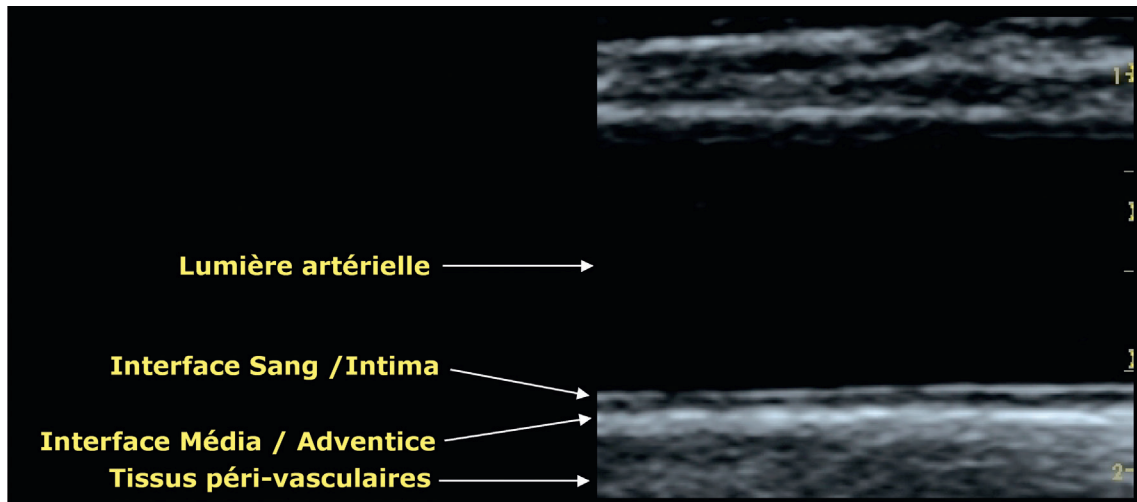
Image échographique de la paroi d'une artère carotide commune normale (versant profond), montrant l'interface sang/intima et l'interface media/adventice.
